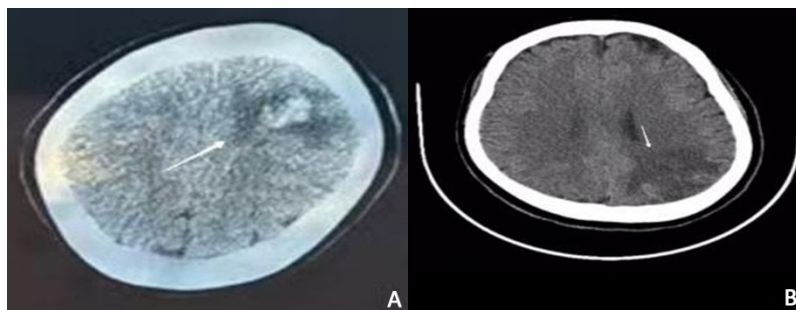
(A)(箭头→)所示可见左顶叶大范围异常弥散高信号, 信号欠均匀, 提示左侧顶叶脑出血; 图 1(B)未见明显血管异常; 图 1(C)(箭头→)可见上矢状窦中部充盈缺损, 为 CVST 典型影像学表现[8]。图 2(A)(箭头→)可见左顶片状异常信号, 提示静脉性脑梗死伴出血信号; 图 2(B)为 CT 复查(箭头→)所示左顶出血性病变进入吸收期。
